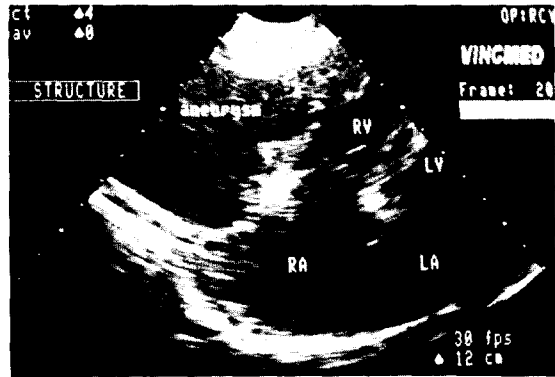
A large aneurysm in 2-D echocardiography in the subcostal view.
